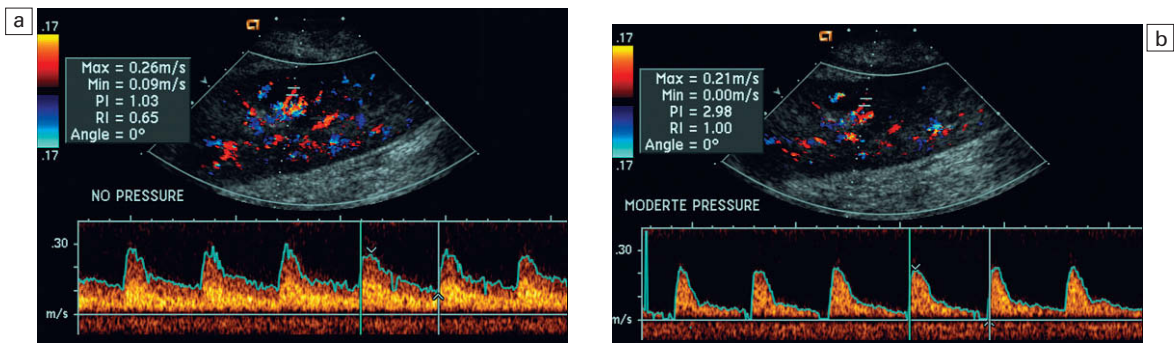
a) Trazado espectral Doppler de la arteria renal interlobar de un trasplante. Este trazado se obtuvo con el transductor en contacto suave con la pared abdominal lateral. La resistencia mide aproximadamente un 65%. b) El mismo vaso se valora ahora tras la aplicación de una presión moderada con el transductor. Obsérvese el aumento de la velocidad diastólica que tiene como resultado la elevación del índice de resistencia al 100%. La presión aplicada por el ecografista con el transductor puede aumentar la resistencia al flujo arterial entrante en cualquier órgano o vaso.
